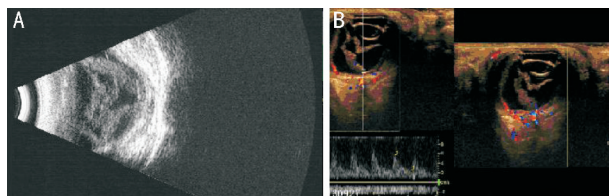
视网膜脱离声像图特征 A:二维超声;B:CDFI。
